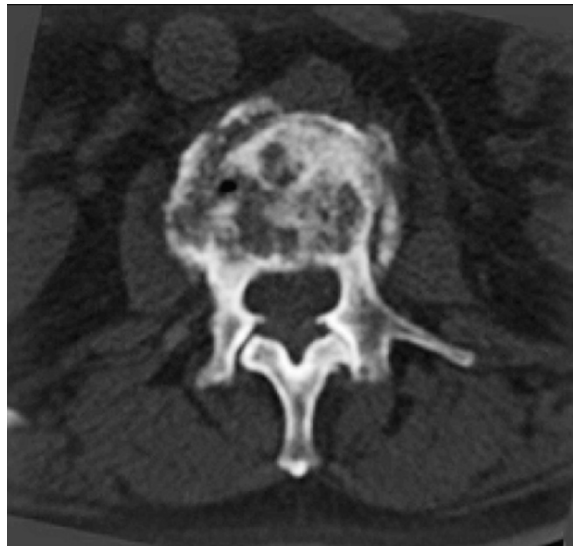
CT im axialen Schnitt durch einen Wirbelkörper hier gemischt osteoblastisch-osteolytische Metastasen mit Infiltration der angrenzenden knöchernen Strukturen
